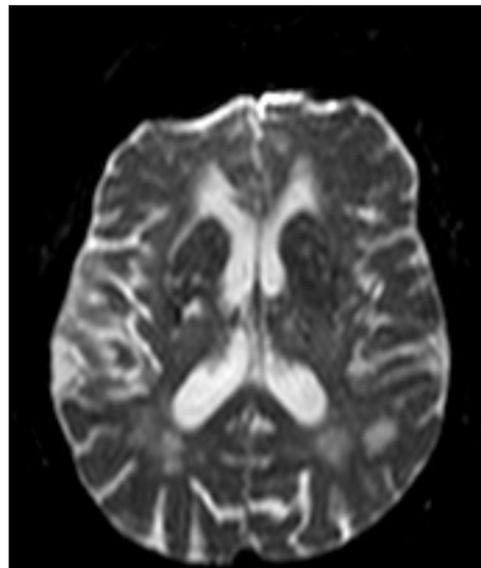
Lesión vascular isquémica a nivel del núcleo lenticular derecho y brazo posterior de la cápsula interna homolateral que restringe en la secuencia RM-DWI.
